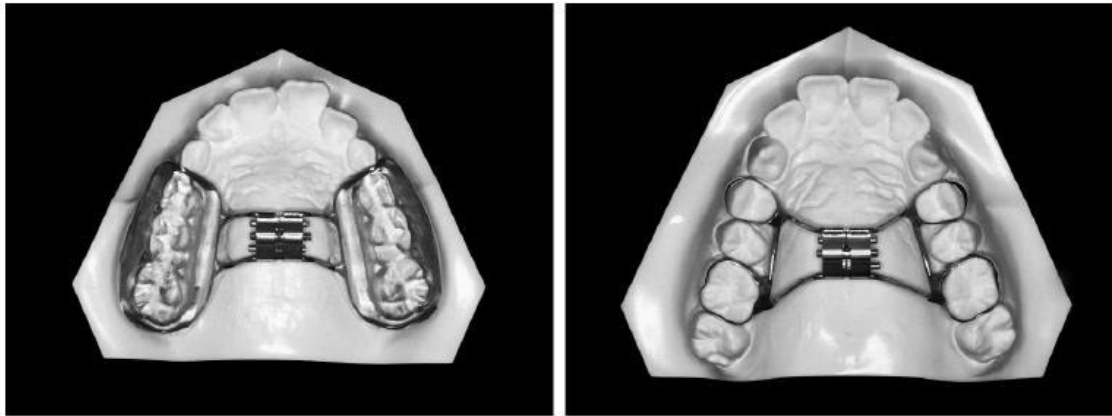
A la izquierda: Disyuntor tipo McNamara (férula acrílica); a la derecha: Disyuntor tipo Hyrax. (Kanomi R, Deguchi T, Kakuno E, Takano-Yamamoto T, Eugene Roberts W. CBCT of skeletal changes following rapid maxillary expansion to increase arch-length with a development-dependent bonded or banded appliance. *Angle Orthod.* 2013;83(5):851–7)
